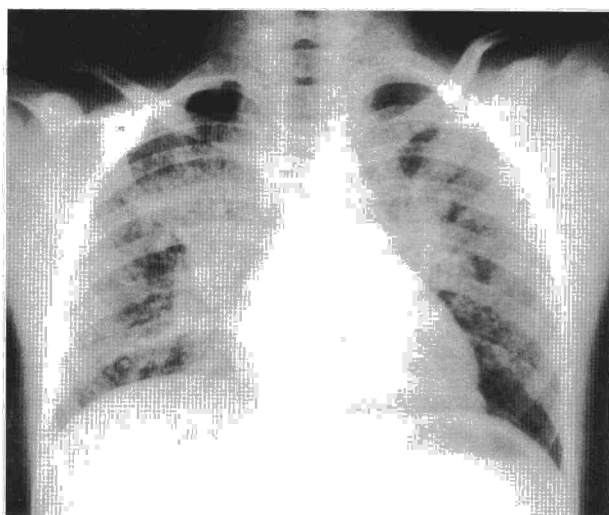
Radiografía de tórax. Patrón alveolointersticial.
